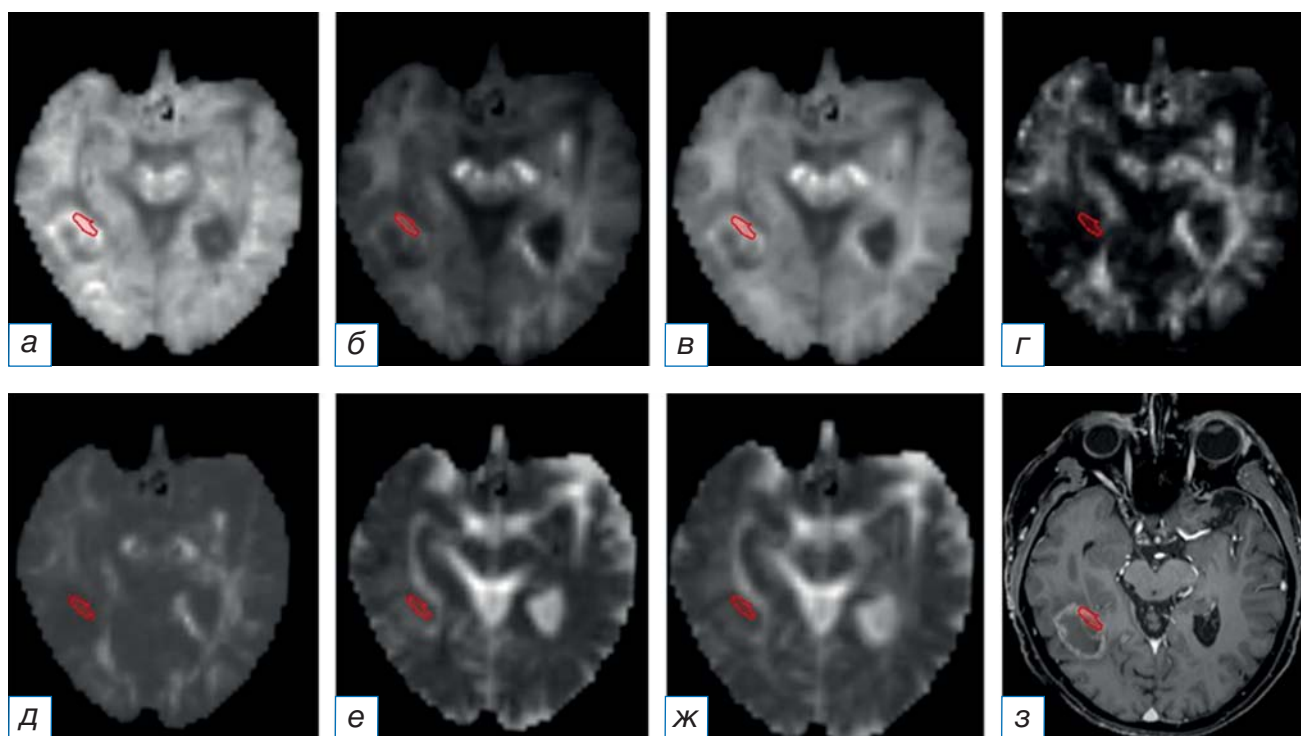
Метастаз рака лёгкого в правой височной доле: а — аксиальный куртозис; б — радиальный куртозис; в — средний куртозис; г — куртозисная анизотропия; д — извилистость траектории диффузии; е — радиальная диффузия экстрааксональной жидкости; ж — аксиальная диффузия экстрааксональной жидкости; з — T1-WI после внутривенного введения контрастного вещества (визуализируется образование в правой височной доле перивентрикулярно височному рогу бокового желудочка, неравномерно накапливающее контрастный препарат, преимущественно по периферии). Зона интереса включает солидную часть опухоли с максимальными значениями среднего куртозиса, что соответствует максимальной злокачественности. Некроз и перитуморальный отёк не включены в зону интереса.
